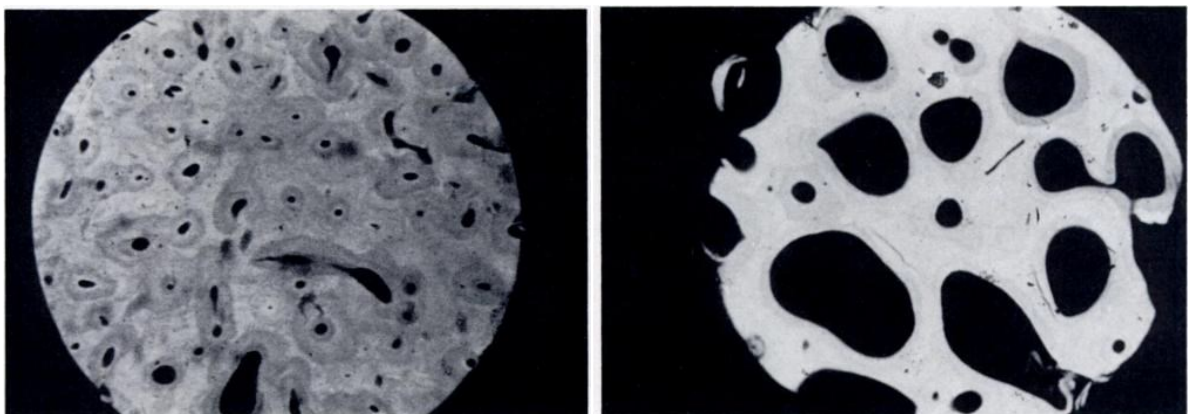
Microradiografie di osso normale (sinistra) e di osso osteoporotico (sinistra). [18]
